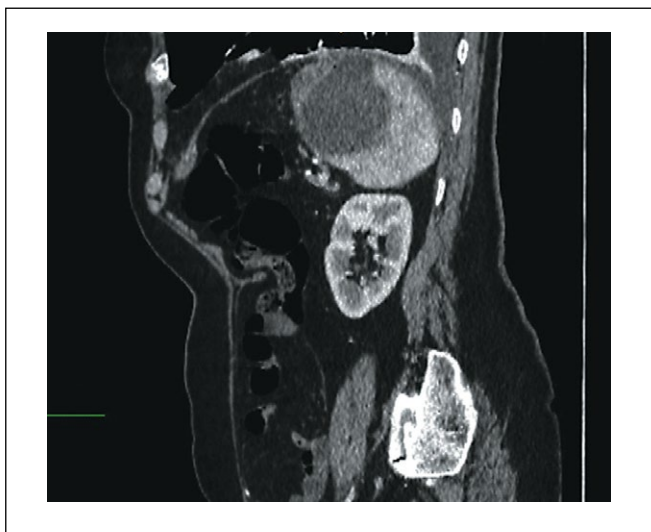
Компьютерная томография больной Н. Сагиттальная проекция.
